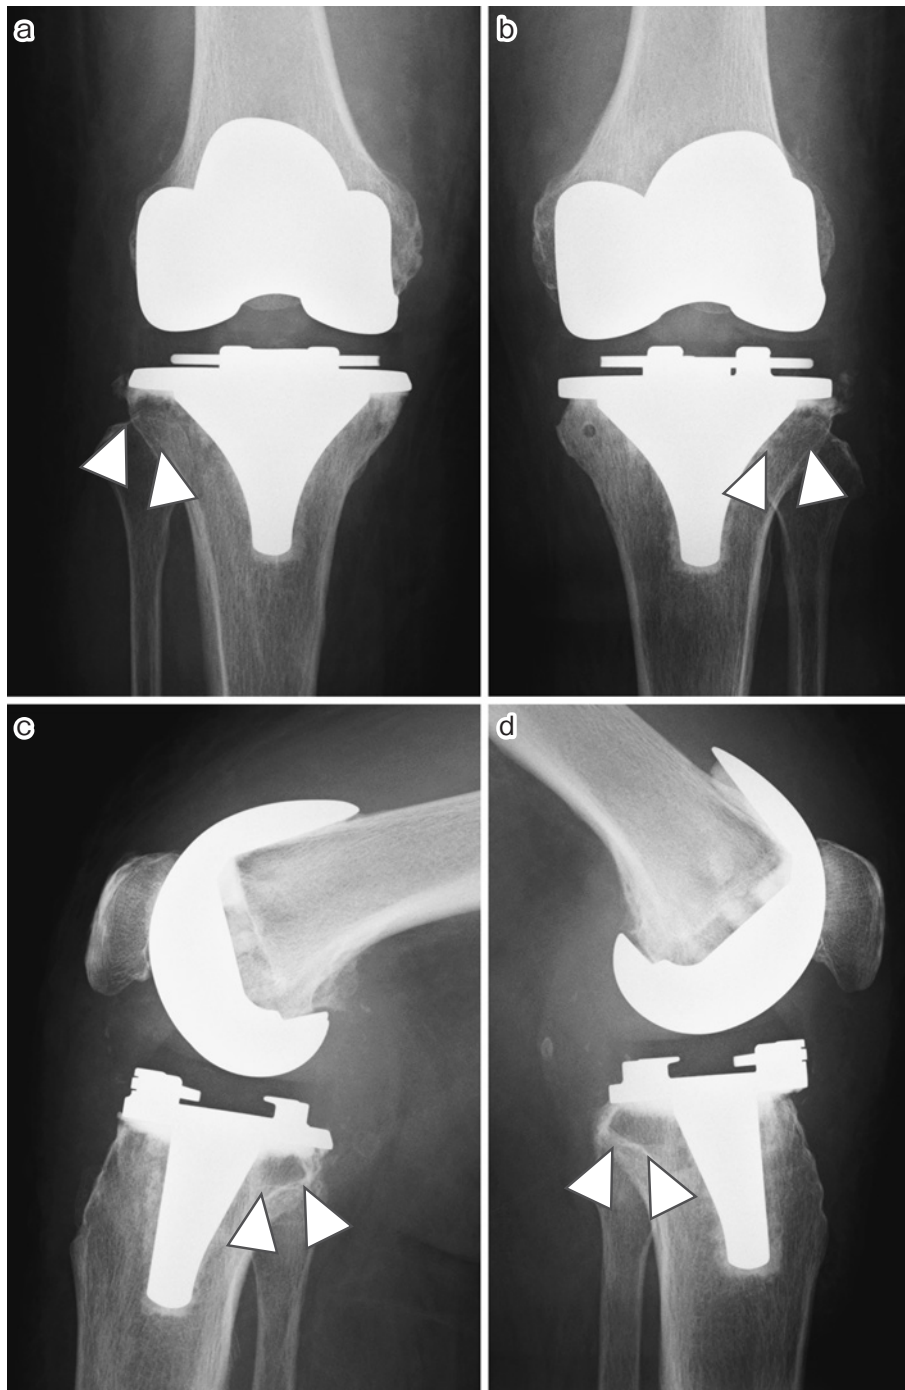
インプラント抜去前の単純X線（白矢頭：radiolucent line）
